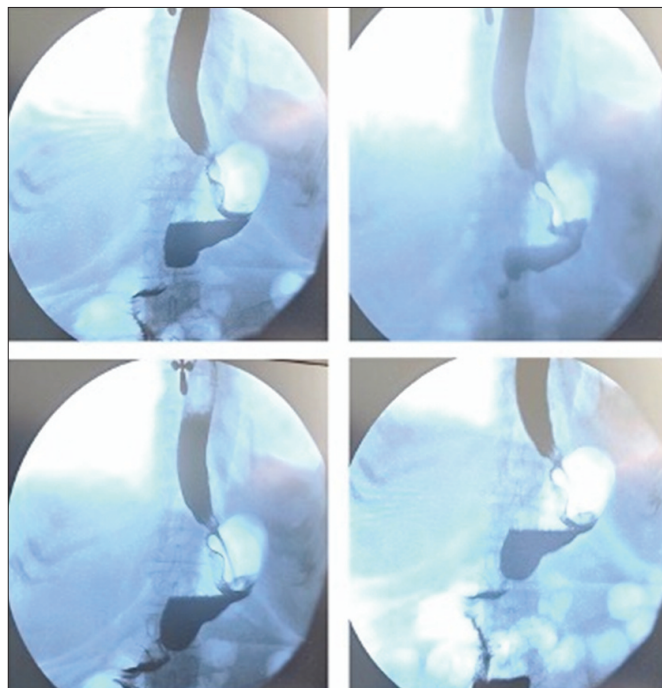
Рентгеноскопия в положении Тренделенбурга на 5-е сутки послеоперационного периода. Порционное поступление контраста через сформированный клапан, отсутствие забора контраста в пищевода.
